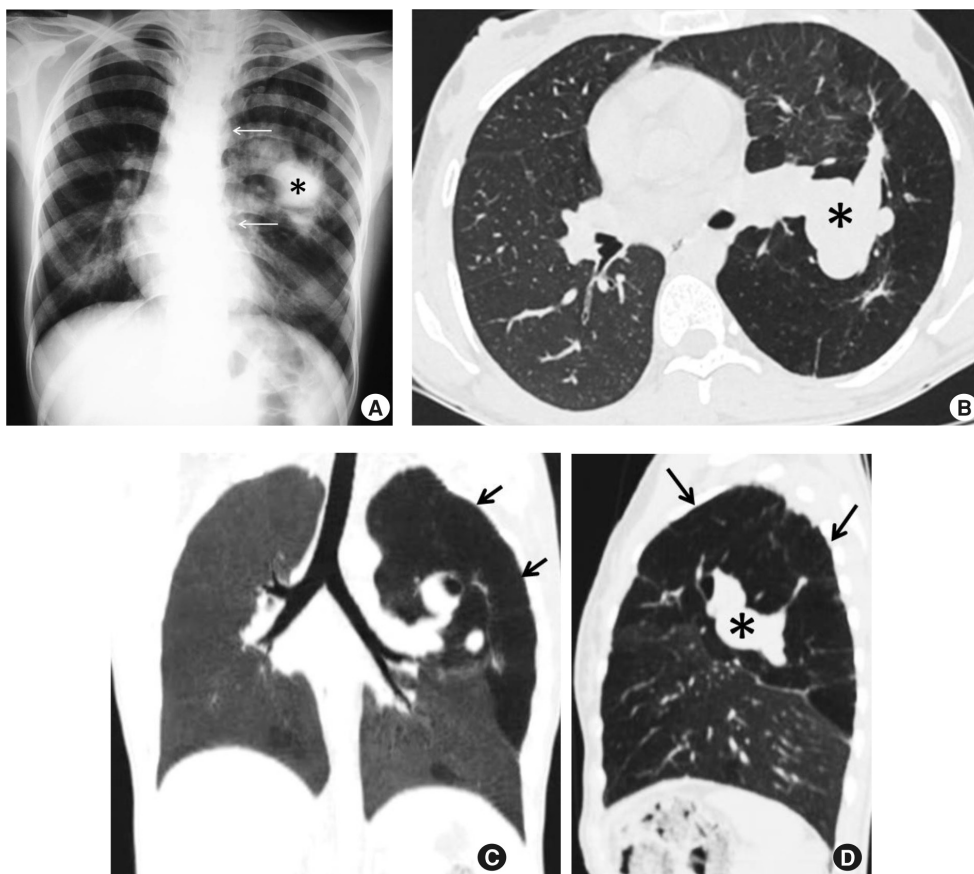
Caso 1 con atresia bronquial en el lóbulo superior izquierdo. A) Radiografía frente del tórax. Tomografía computada. B) Corte axial. C) Reconstrucción coronal con programa de mínima intensidad. D) Reconstrucción sagital. Observe la masa en la legión parahiliar izquierda (asterisco), el atrapamiento aéreo distal con reducción en el calibre de los vasos por hipoxia (flechas negras) y el desplazamiento mediastinal contralateral (flechas blancas).
